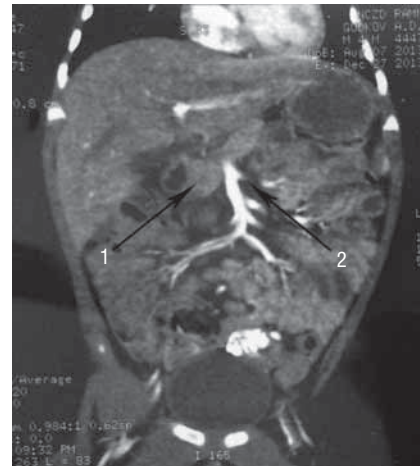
Компьютерная томография брюшной полости. Фронтальная проекция.
